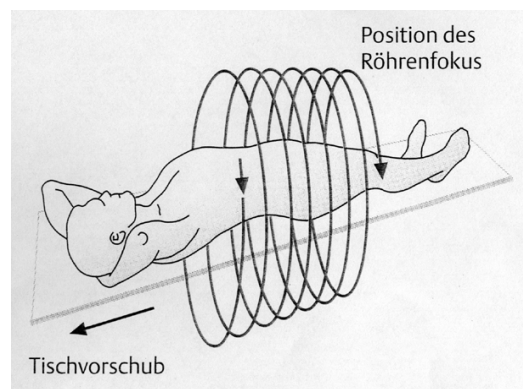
Prinzip eines Spiral-CT
